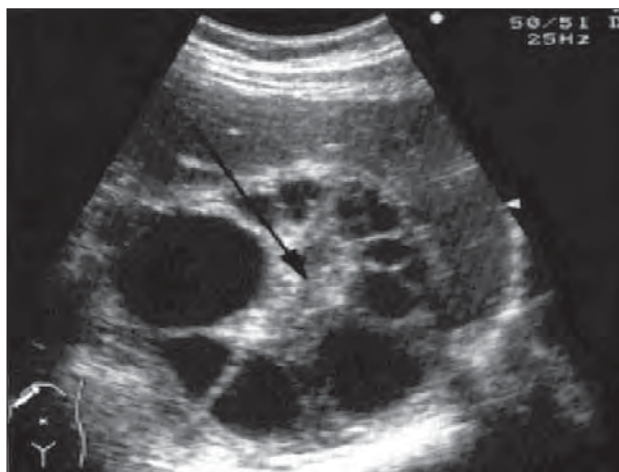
sonographic structure of liver cyst
